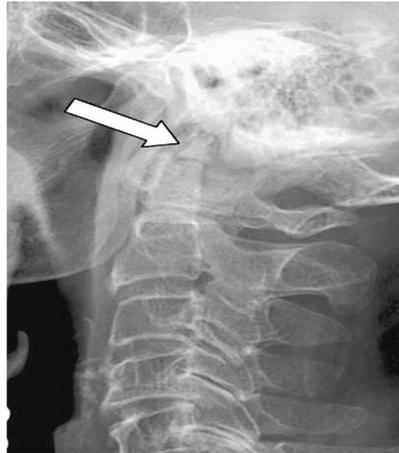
Image radiographique du troisième condyle occipital ou condylus tertius (flèche blanche) (673)
